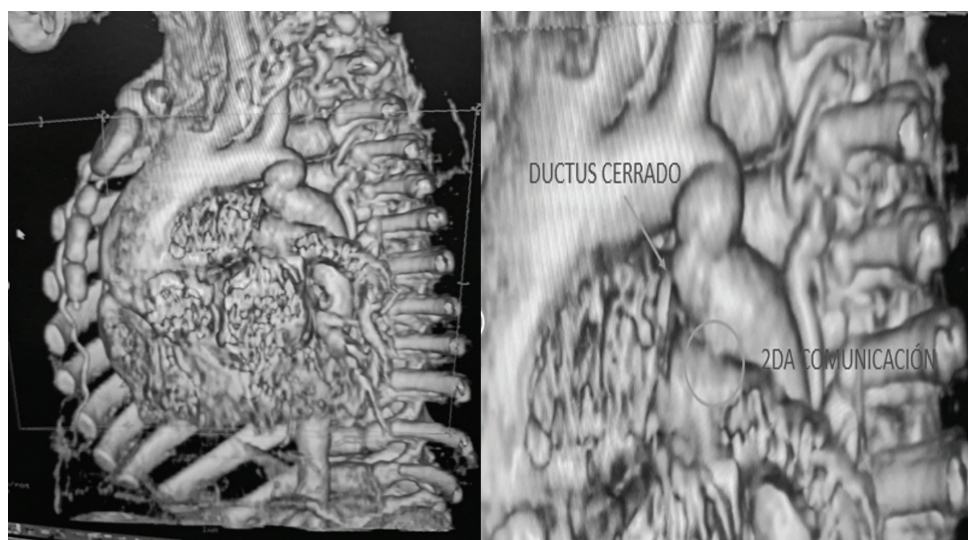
Angiotomografía postoperatoria
